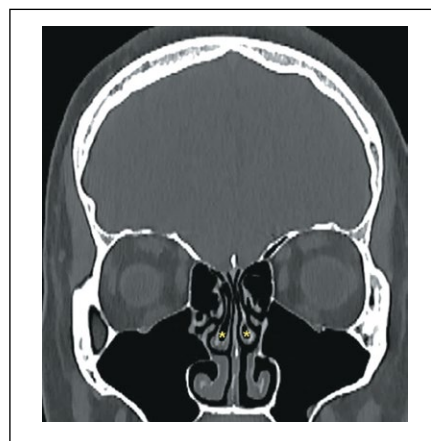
Компьютерная томограмма черепа, коронарная проекция. Определение высоты решетчатого лабиринта. Пол мужской, возраст 33 года.
